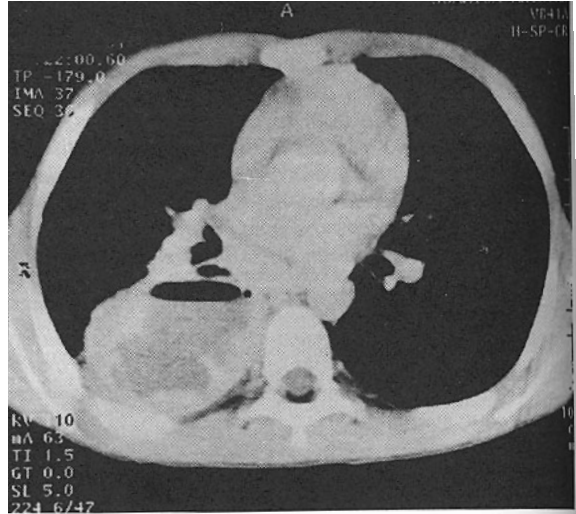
Tıbbi tedavi ile iyileşen bir olgumuzun tedavi öncesi akciğer ön-arka filimi (a), BT görüntüsü (b) ve tedaviden 6 ay sonraki BT'si (c).
